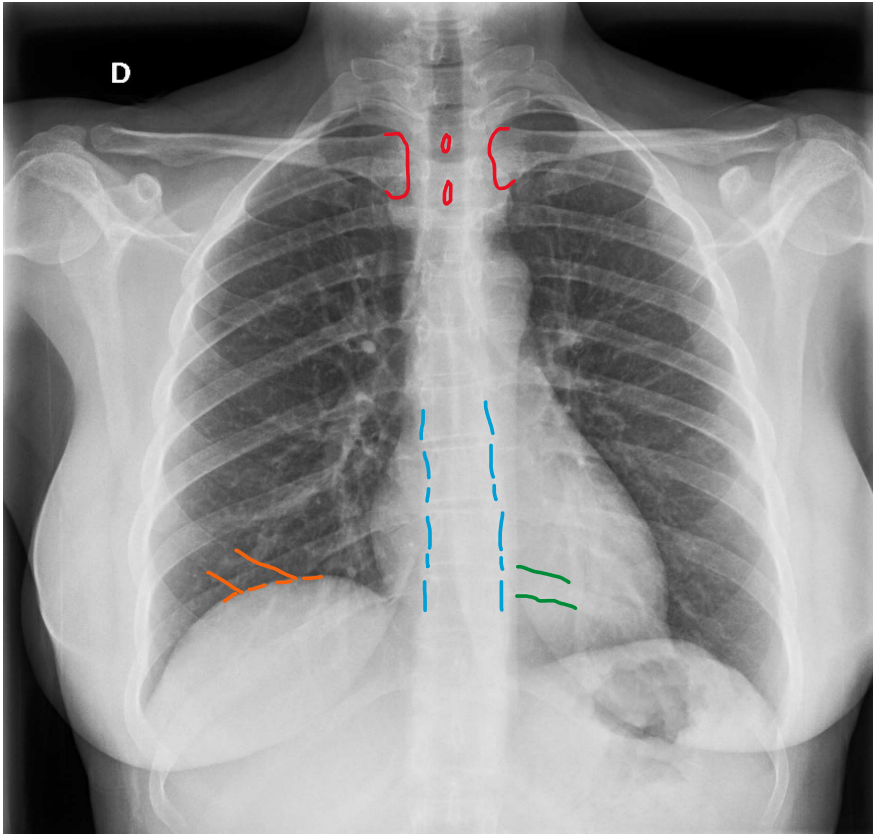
Radiografía de tórax normal de una mujer joven, proyección posteroanterior. Bien centrada (ambos extremos claviculares son equidistantes a la apófisis espinosa), inspirada (el 6º arco costal anterior y 10º posterior es el que corta el diafragma) y penetrada (visible el mediastino y la columna vertebral a su través).
